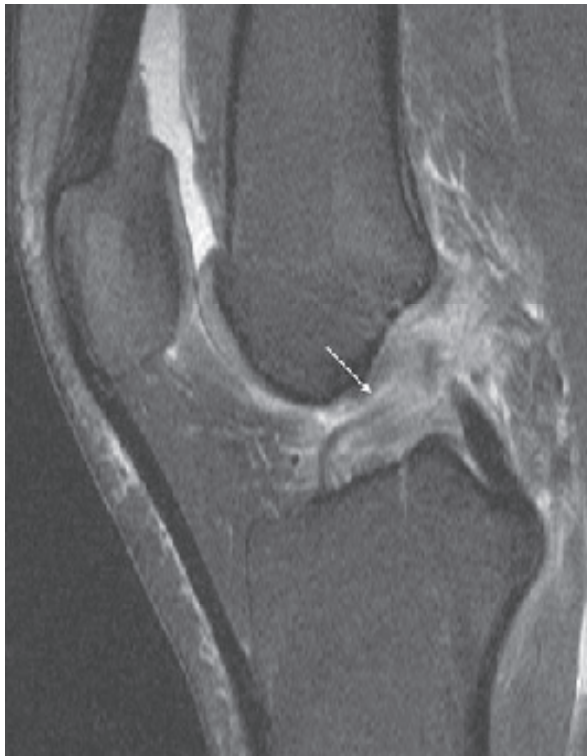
Rotura completa del LCA en una paciente de 16 años mostrada en una imagen de RMN.
